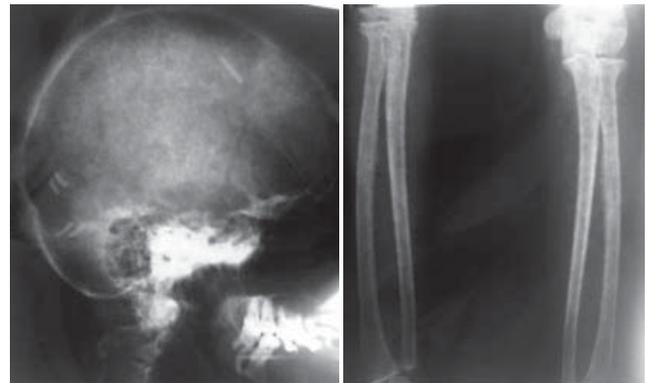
Rx cráneo y huesos largos. Radiografías reportadas como normales.
